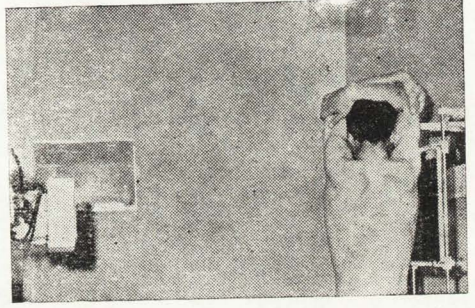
47 — Arka-ön film çekilmesinde şahsın pozisyonu. Röntgen tüpü, ekrandan 150 - 180 cm. uzaklıktadır.
